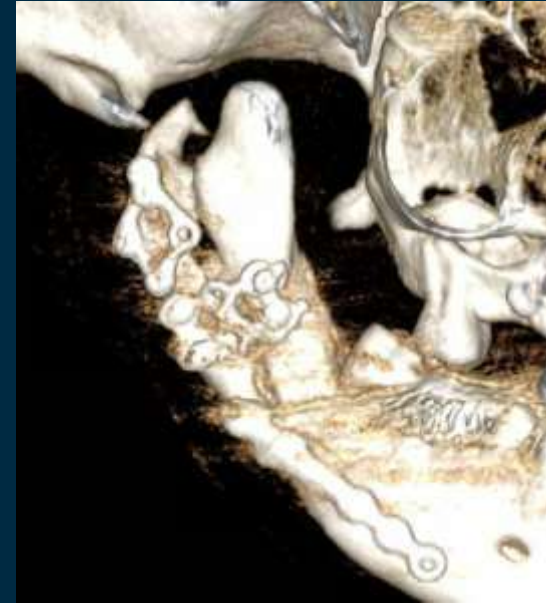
Imagen de TC, reconstrucción 3D. Fractura de rama mandibular tratada con placas y tornillos. Presenta resorción del cóndilo y rama tras osteomielitis.
